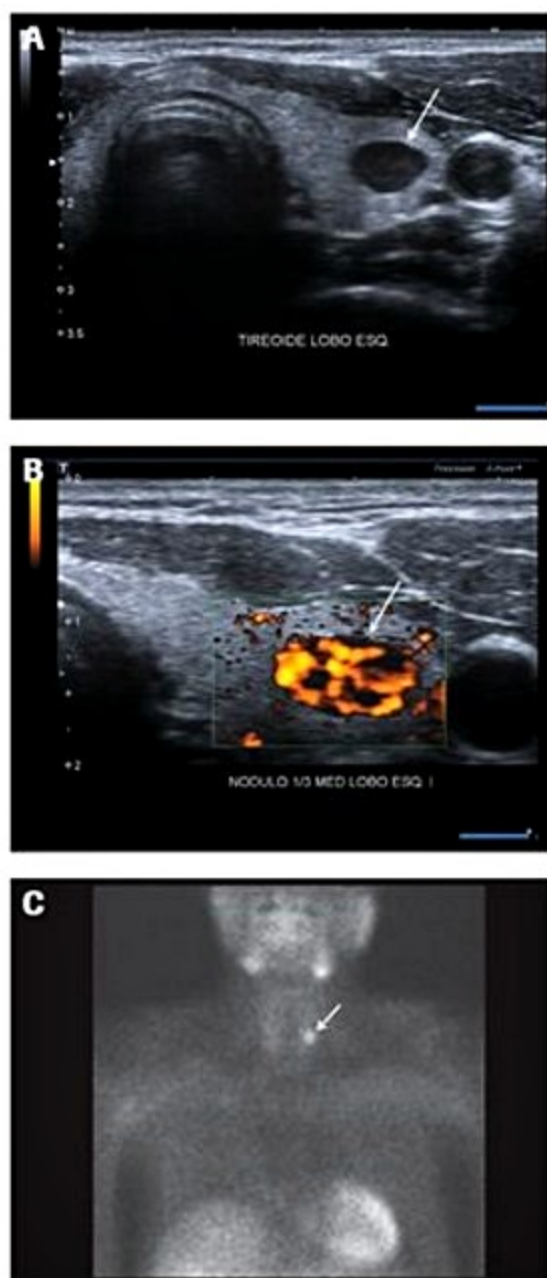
Paratireoide localizada dentro do lobo esquerdo da tireoide. (A) Corte transversal do lobo esquerdo mostrando nódulo sólido hipoeicoico que corresponde à paratireoide aumentada (seta). (B) Mapeamento com Doppler mostrando intensa vascularização intranodular (seta). (C) MIBI mostrando nódulo hipercaptante na projeção do lobo esquerdo após eliminação do radiofármaco do interior da tireoide (seta).
